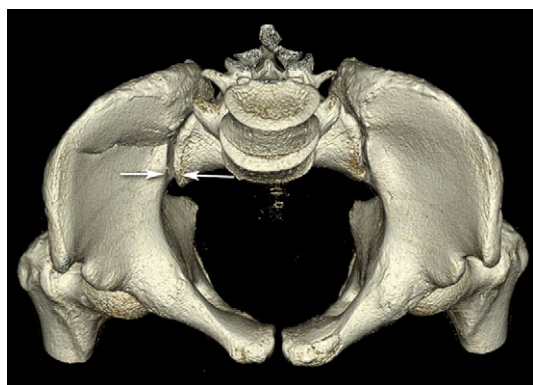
3D-реконструкция КТ таза в проекции «вход». Стрелками указана ширина щели КПС меньше 1 см
